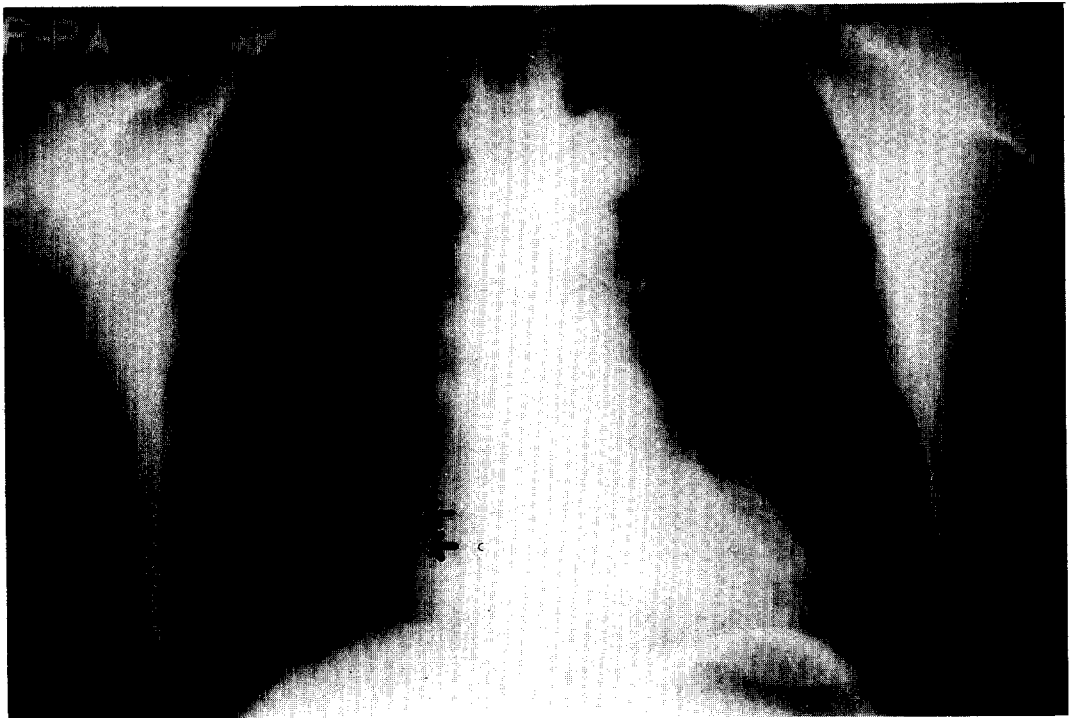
X-ray of chest (P-A view) showing haziness of right lower medial field
